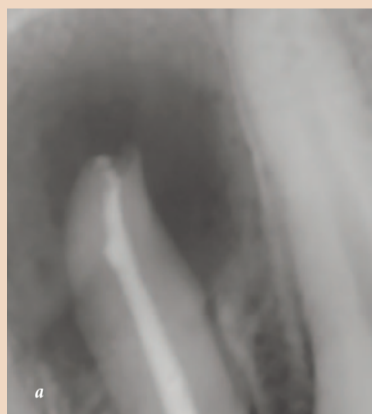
а и б. Осевые срезы зуба демонстрируют слабые стороны традиционной рентгенографии: значительная часть внутриканального пространства не была очищена, хотя на рентгенограмме запломбированный канал выглядит практически идеально.
